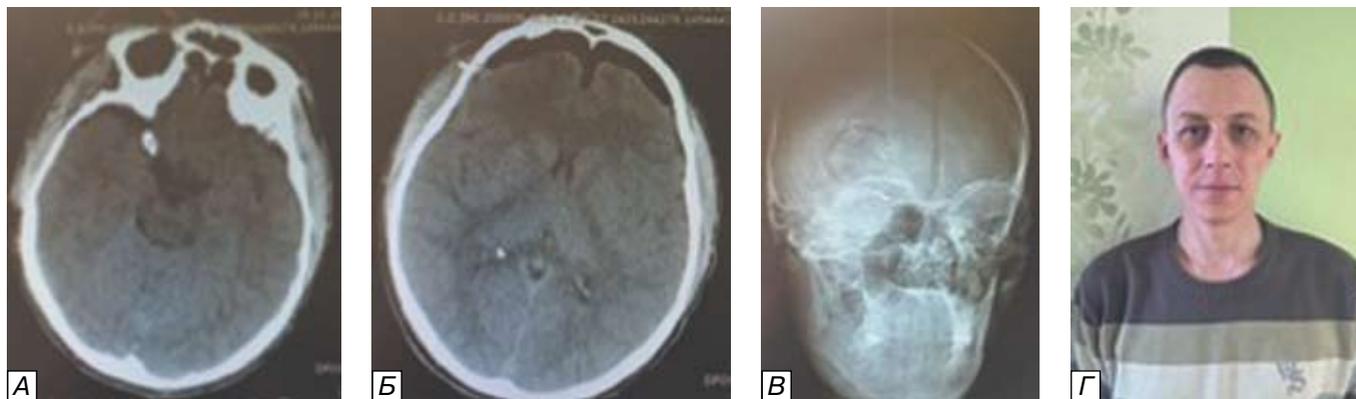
Контрольная компьютерная томография головного мозга (А,Б), В — краниография, Г — вид пациента через 2,5 мес.
